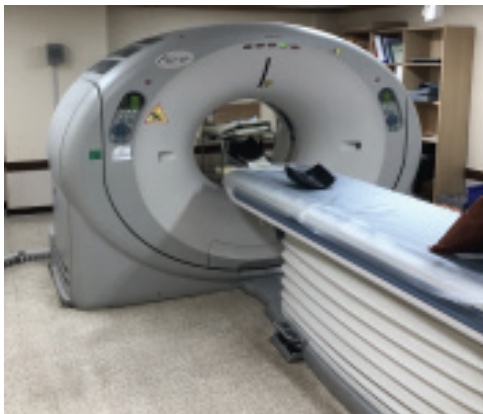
Aquilion 64-slice CT Scanner.
